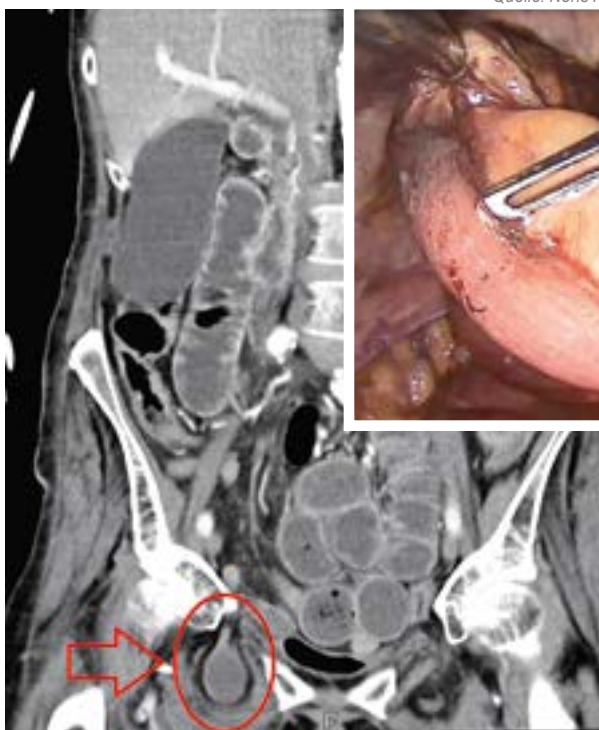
(links): Computertomografie des Abdomens mit i.v. Kontrastmittel. Koronare Rekonstruktion: Mit rotem Kreis markiert ist die rechtsseitige Obturatorhernie.
